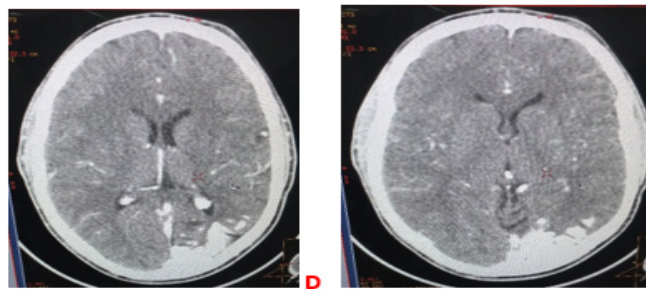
(D et E) : TDM coupe axiale après injection de contraste en fenêtre parenchymateuse mettant en évidence des plages serpiginieuses curvilignes d'hyperdensité spontanée, de tonalité calcique, occipitale gauche.
